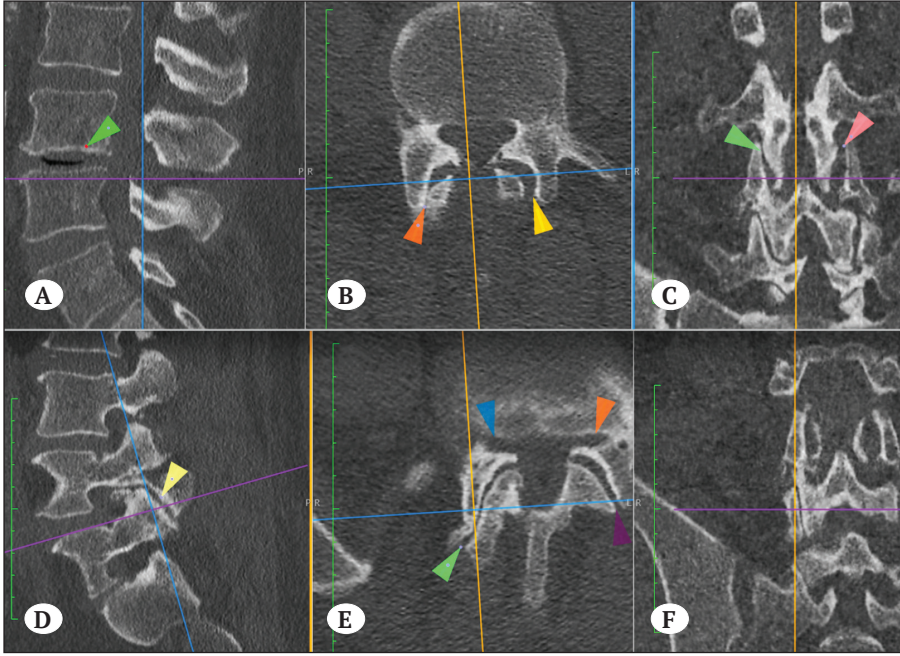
Postoperatif dönemde çekilen bilgisayarlı tomografide aksiyel kesitte L4 L5 mesafesinde dekomprese edilen her iki lateral resesin ok uçlarının işaret ettiği şekilde pedikül duvarı boyunca vertebra korpusa kadar sıfırlanarak efektif dekompresyon sağlandığı görülmektedir.
